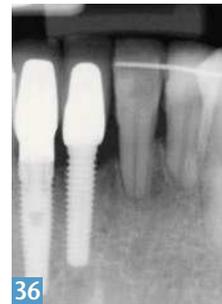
Radiografía de las coronas implantosoportadas definitivas.
